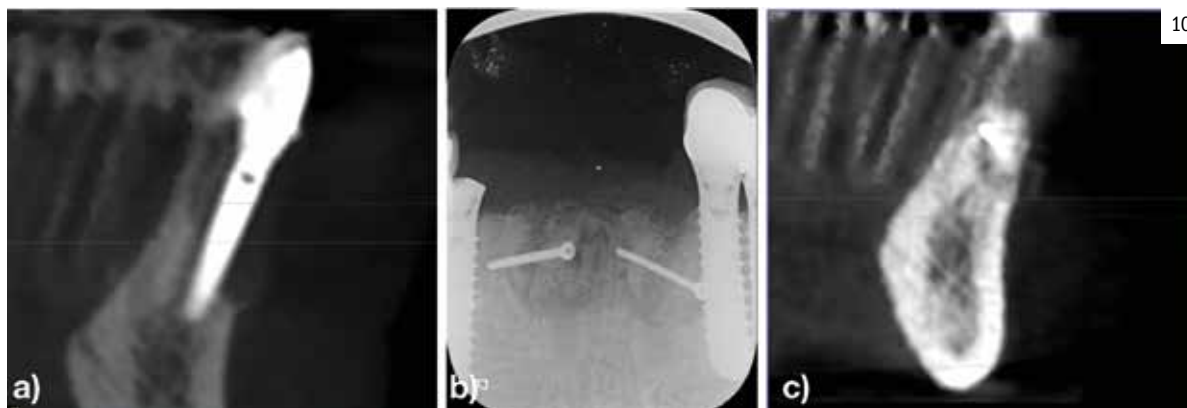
a) Situación 3D basal. b) Radiografía periapical inmediata postoperatoria. c) Situación 3D inmediata postoperatoria.
